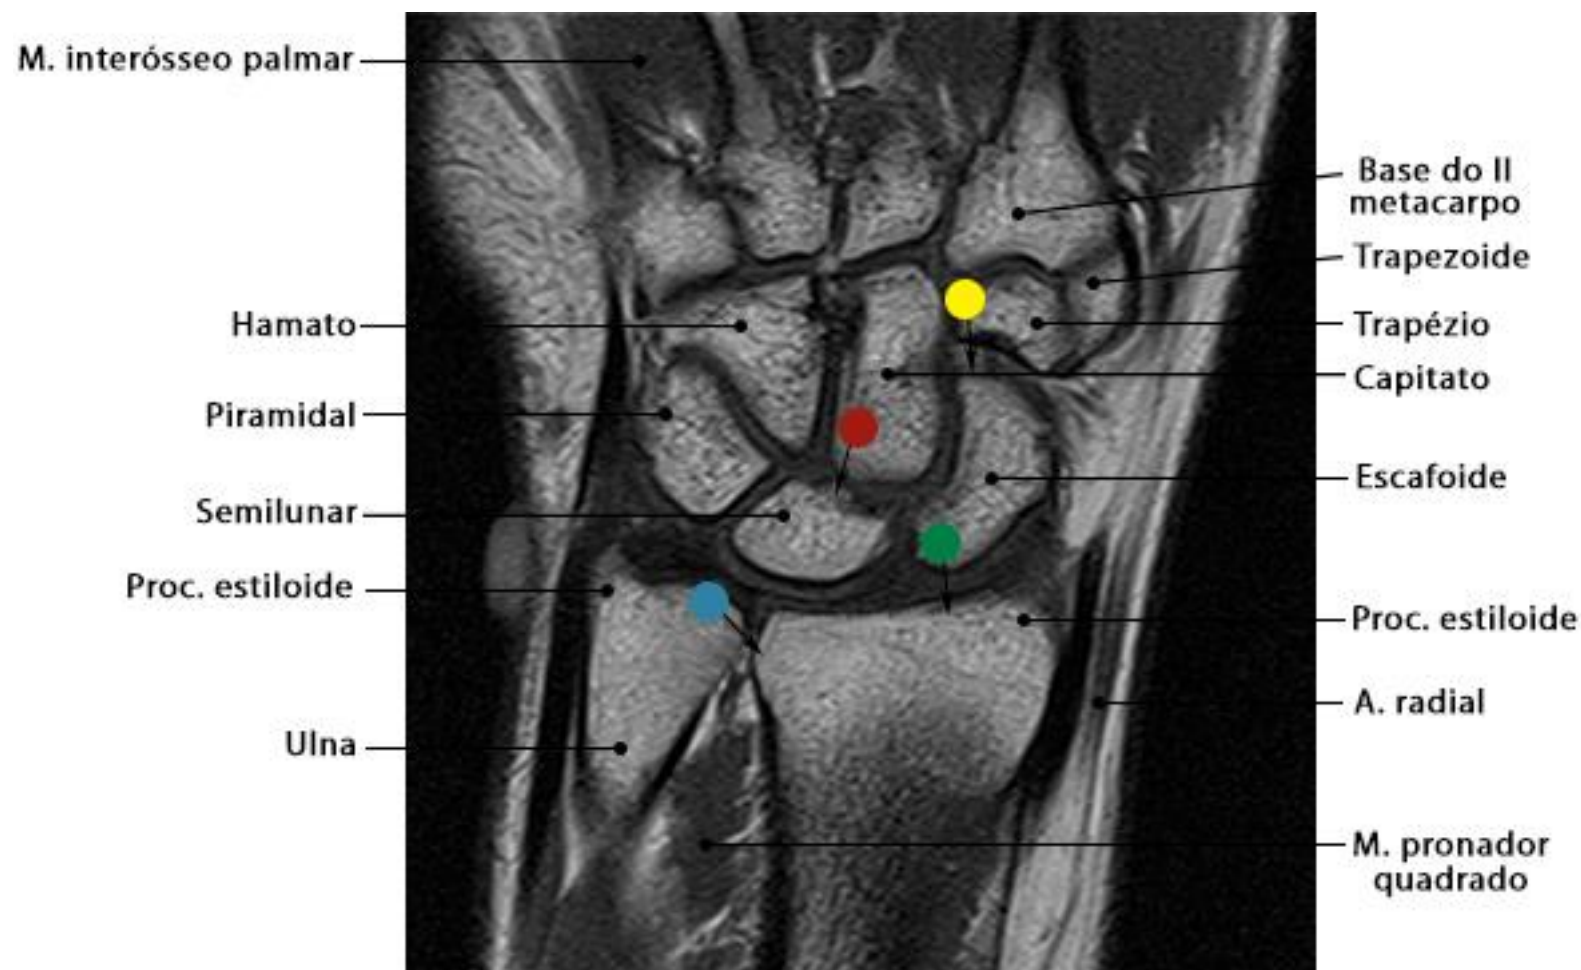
RM do punho em corte coronal com ponderação T1
